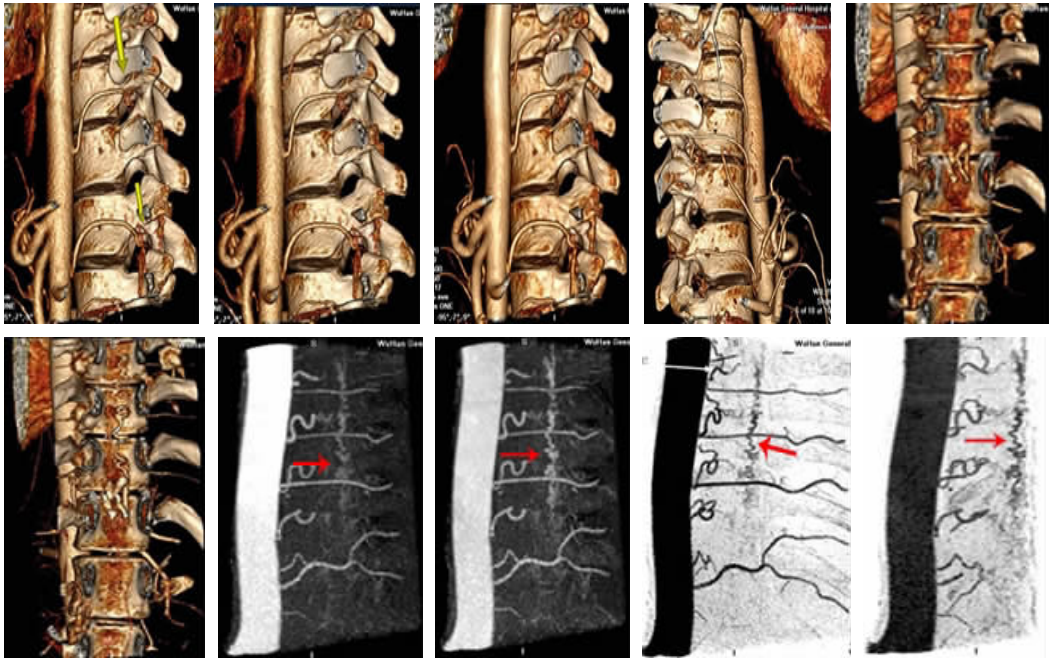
脊髓 320-CTA, ↑ 示脊髓表面引流静脉
